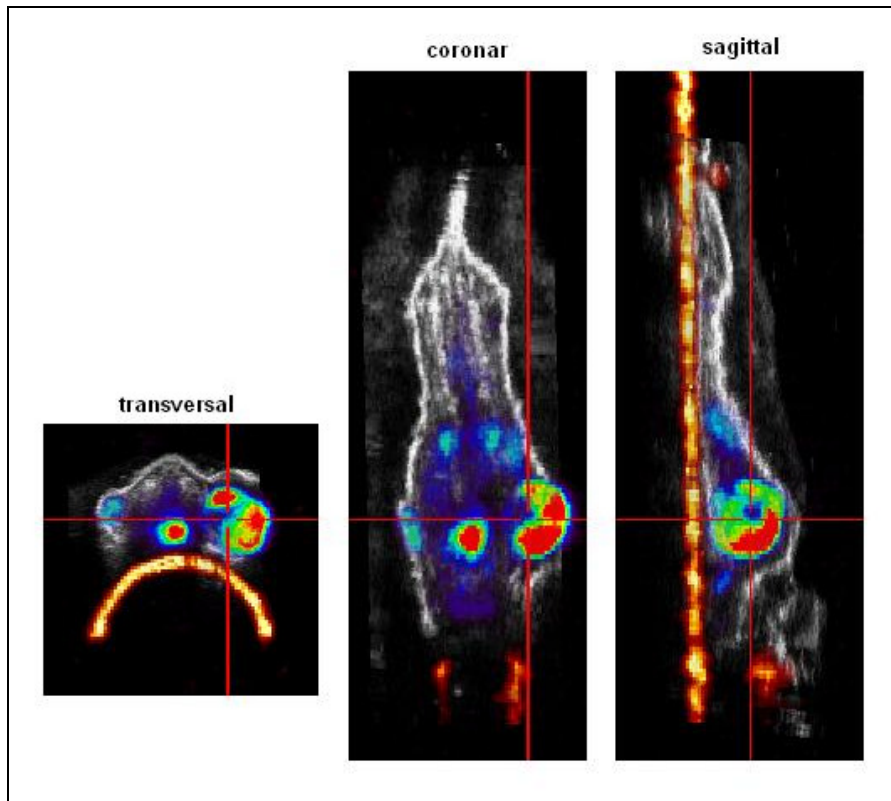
„Triple-Fusion“ von 3D-US, PET-Transmissionsmessung und FDG-PET
